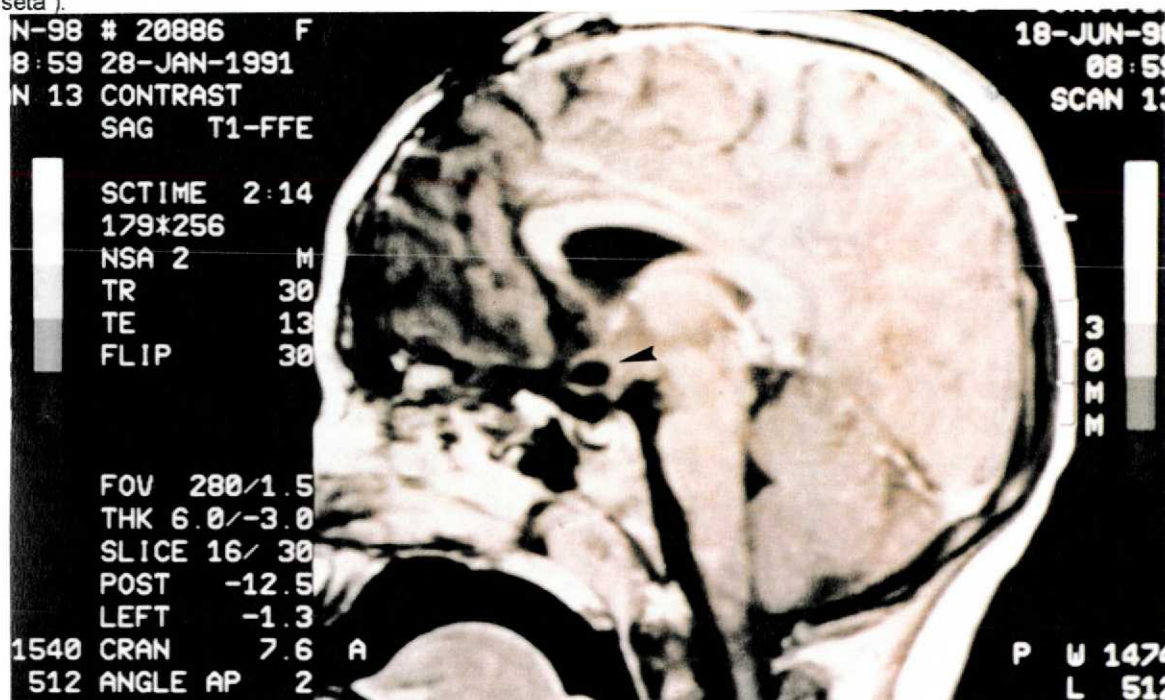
Exame de ressonância magnética do caso n.º 5, corte sagital em T1, 6 anos após o tratamento cirúrgico mostrando lesão residual no quiasma óptico com pequeno componente cístico (cabeça de seta).
